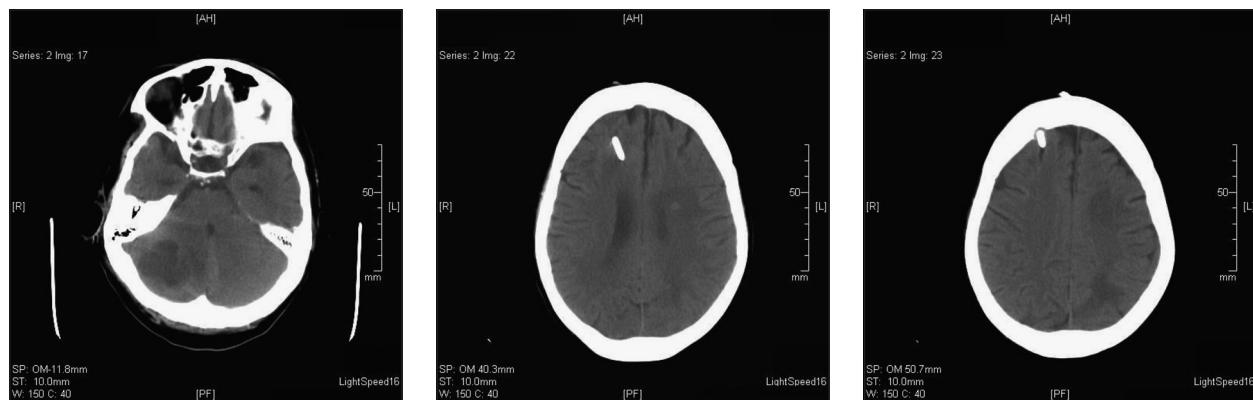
Paciente B: TC de encéfalo sin contraste. Se observan imágenes hipodensas redondeadas en hemisferio cerebeloso derecho, substancia blanca frontal izquierda y en el lóbulo occipital izquierdo.
